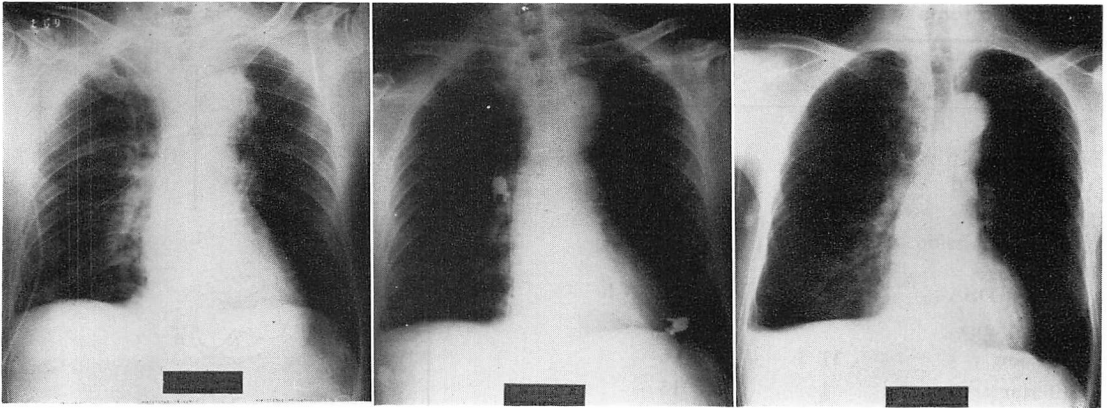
Chest X-rays of Case 2.
